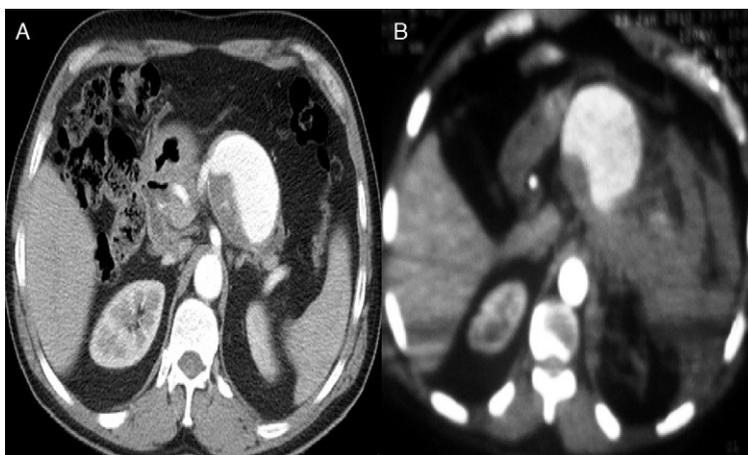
TAC abdominal. A Aneurisma esplénico no complicado. B Aneurisma esplénico roto.
